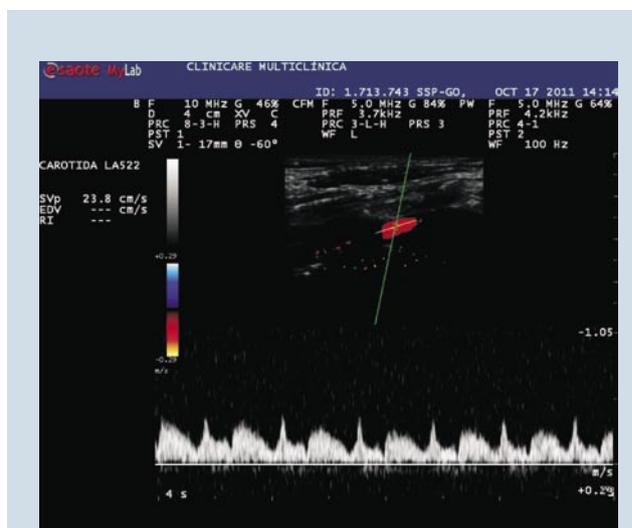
Doppler Colorido da artéria vertebral direita: fluxo com desaceleração médio-sistólica (roubo oculto da subclávia direita) - *Sinal do Coelho*⁵
